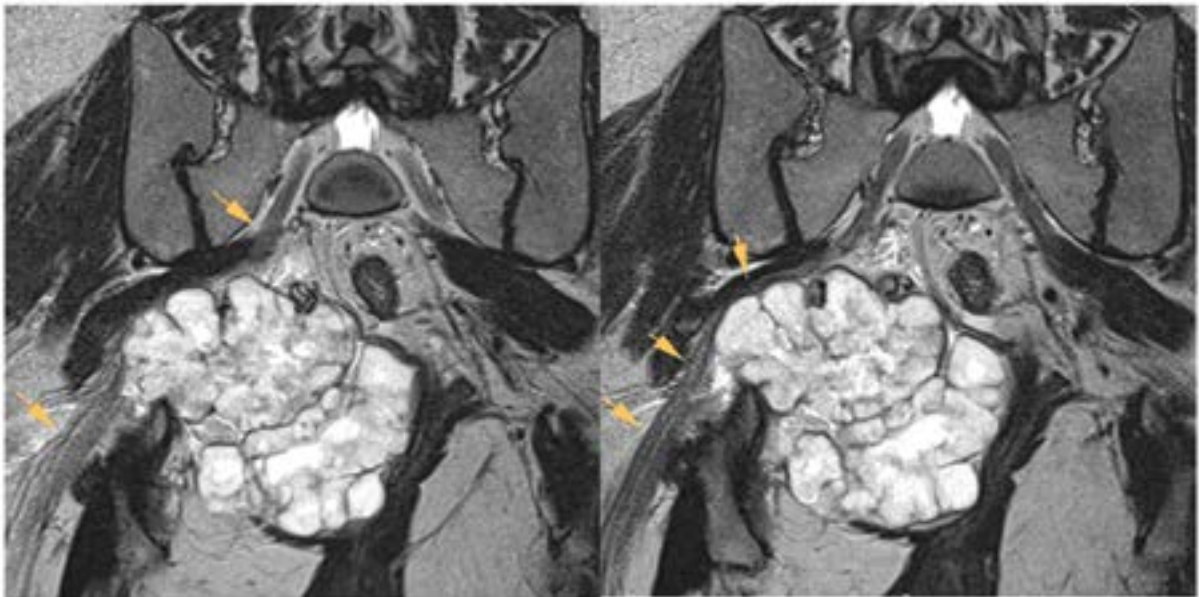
МРТ, T2-зображення коронарна площина. Візуалізується правий сідничний нерв, що відтиснутий хрящовим компонентом
